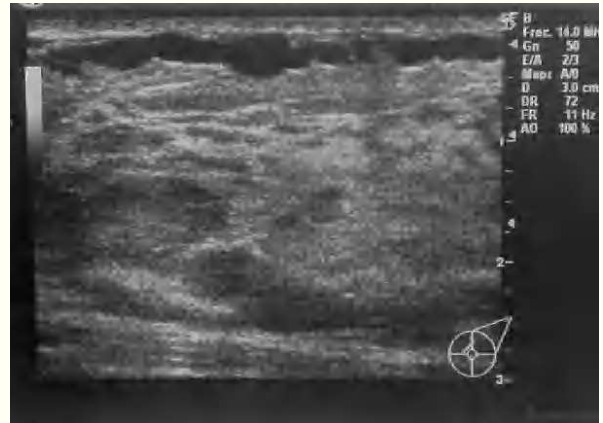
Ecografía: vena de trayecto tortuoso y con dilataciones de aspecto varicoso.
